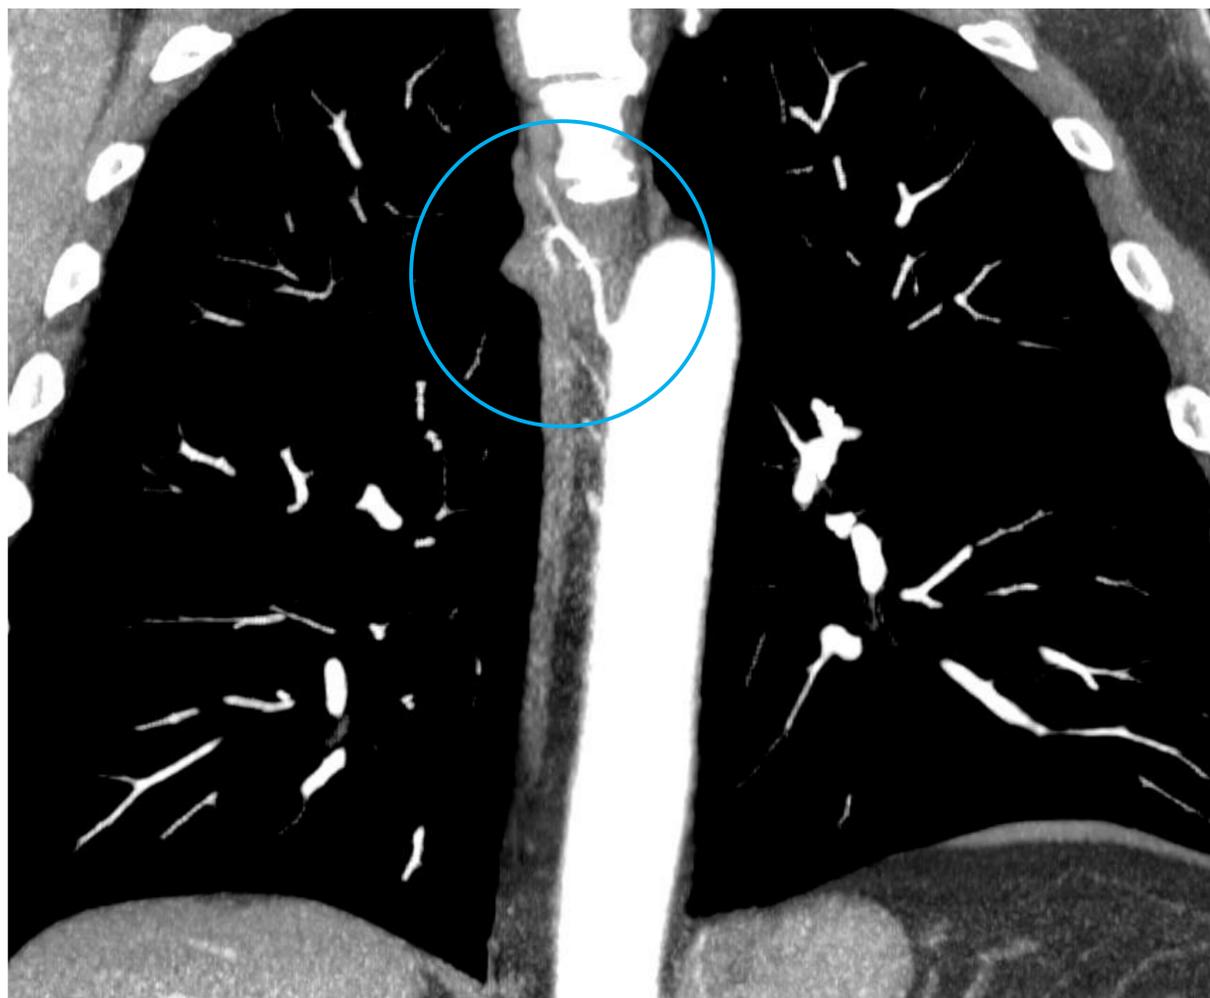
TC de tórax con CIV en ventana de mediastino, reconstrucción MIP en plano coronal. Tronco común de la arteria bronquial derecha y una arteria intercostal.
